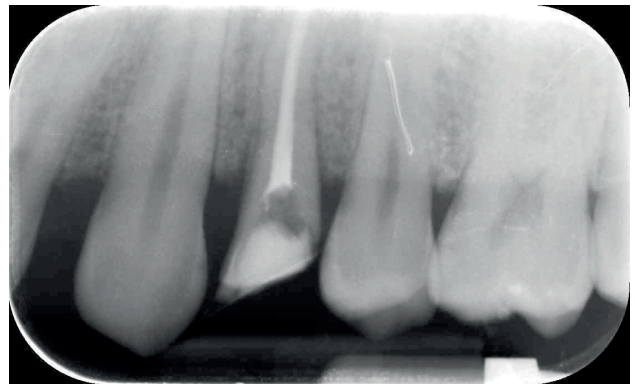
Radiografía periapical a las seis semanas, en el momento de la rehabilitación.
